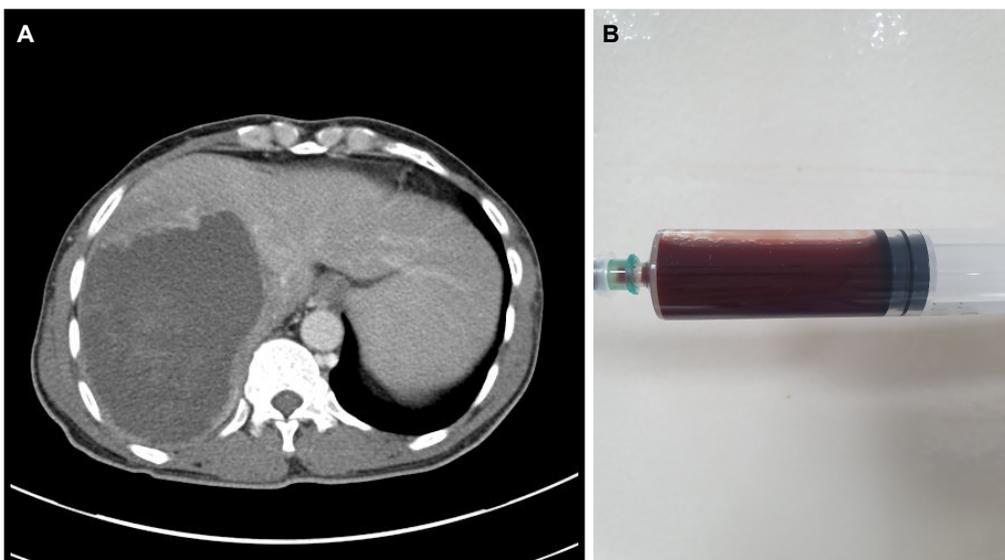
Index case of amebic liver abscess in a patient from Cambodia. Abdominal CT showed a 13x10 cm-sized lobulating contoured, ill-defined peripherally enhancing lesion in the right hepatic lobe (A). The drained fluid from the liver abscess looked chocolate color (B).
